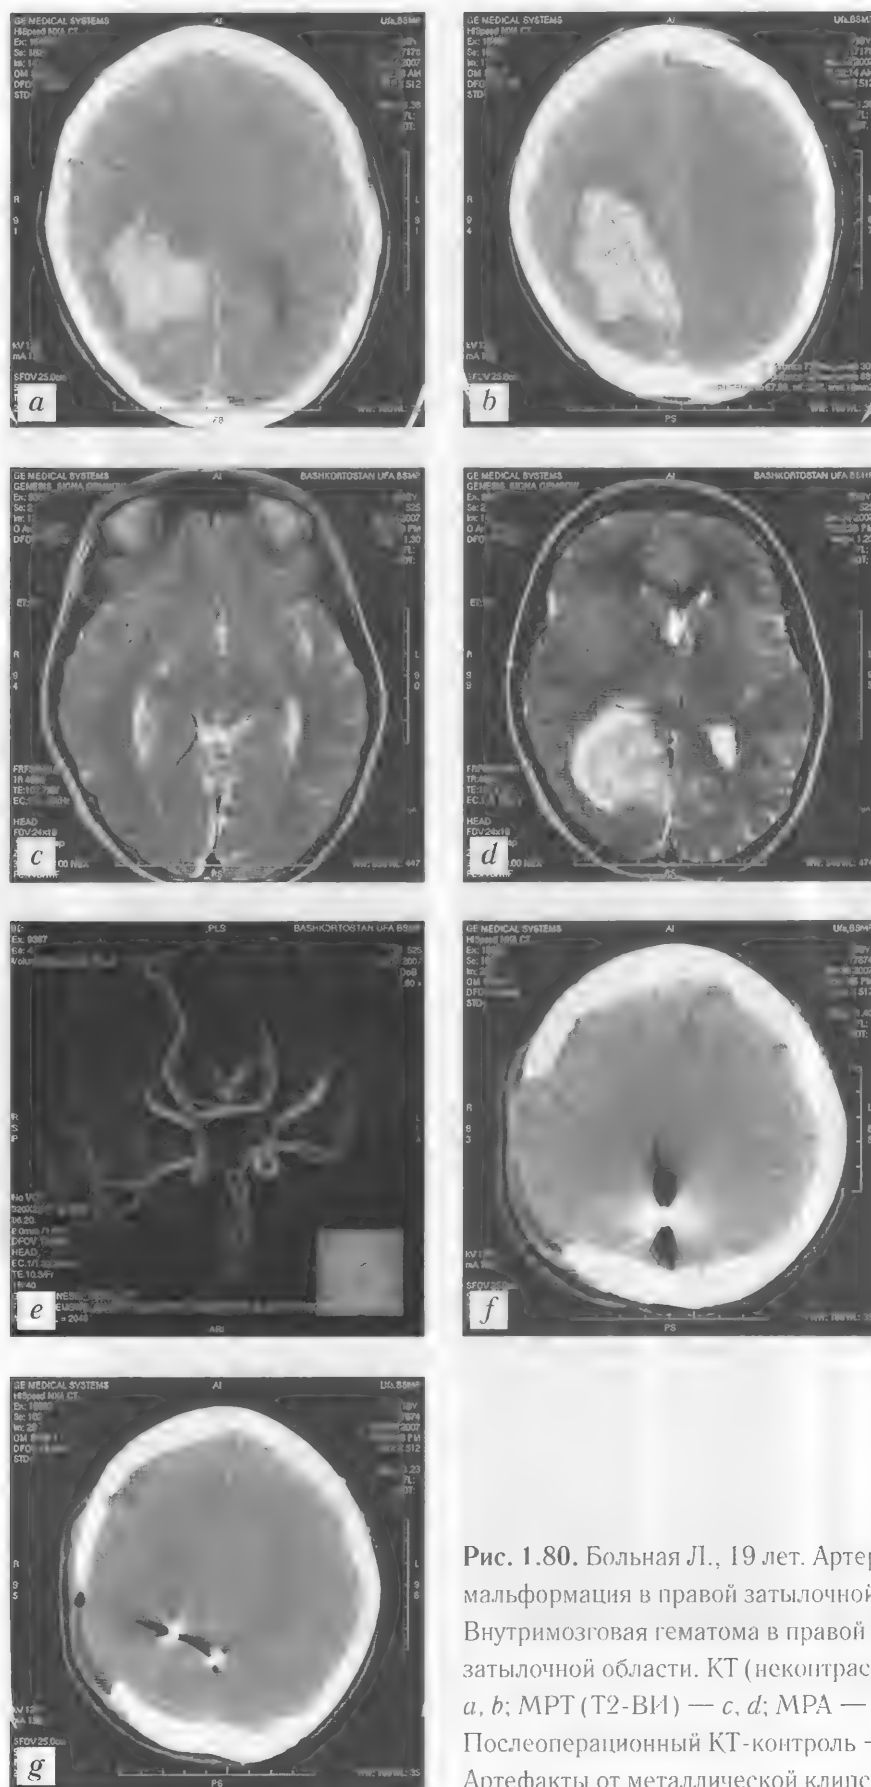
Больная Л., 19 лет. Артерио-венозная мальформация в правой затылочной области. Внутримозговая гематома в правой теменно-затылочной области. КТ (неконтрастная) — *a, b*; МРТ (T2-ВИ) — *c, d*; МРА — *e*. Послеоперационный КТ-контроль — *f, g*. Артефакты от металлической клипсы
